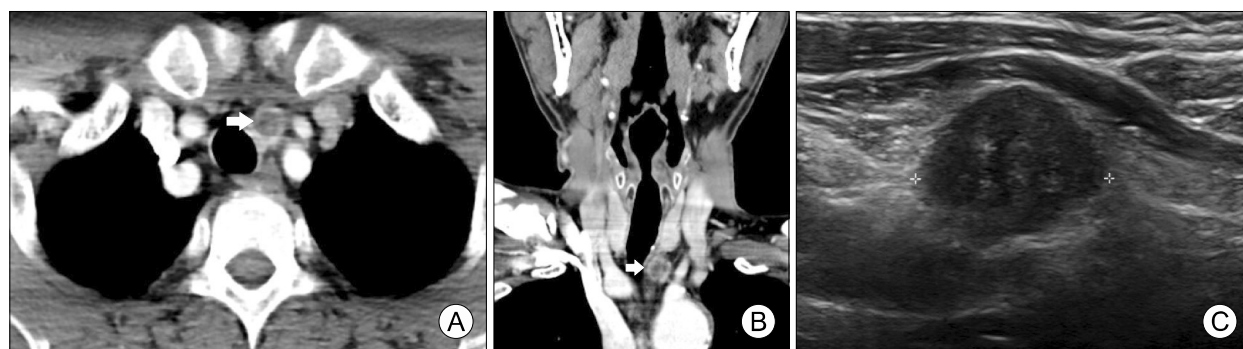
Preoperative imaging studies. (A) Axial CT scan showing an about 1.5-cm-sized well defined mass with peripheral enhancement in left upper paratracheal area (arrow). (B) Coronal CT scan showing well-encapsulated mass separated from main thyroid gland (arrow). (C) Ultrasonographic image showing about 1.2×1.5×1.4 cm sized hypoechoic mass in the left paratracheal area.
